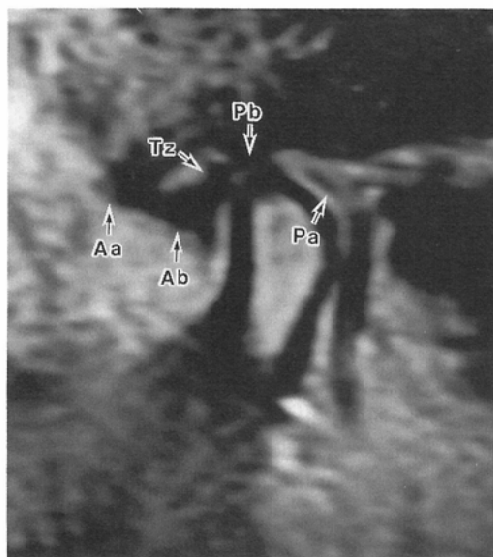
MR image of a normal volunteer (GRE 200/15, flip angle 60°). Each compartment of the meniscus is well depicted. Posterior band is compressed in closed mouth position.
